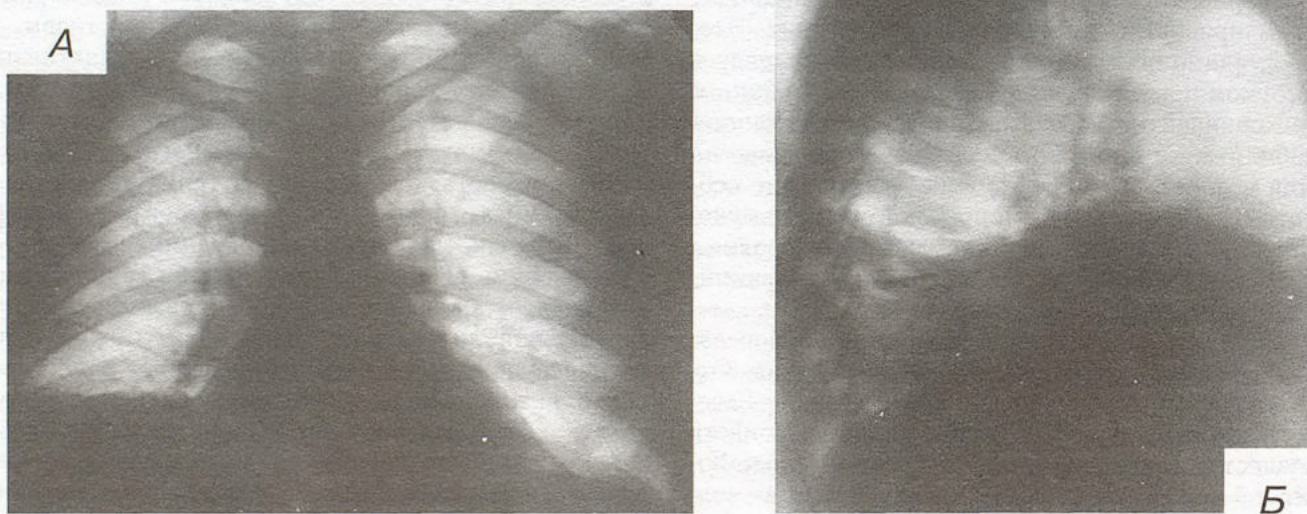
Обзорная рентгенограмма грудной клетки 30.08.96 г. А — в прямой, Б — в боковой проекции.
